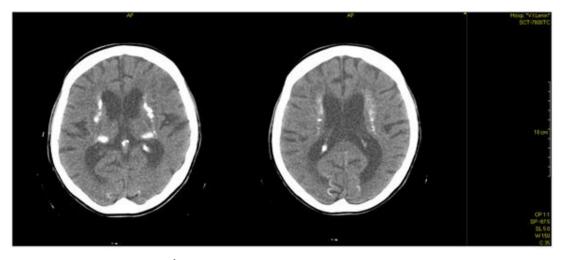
TAC simple de cráneo muestra calcificaciones periventriculares irradiadas
